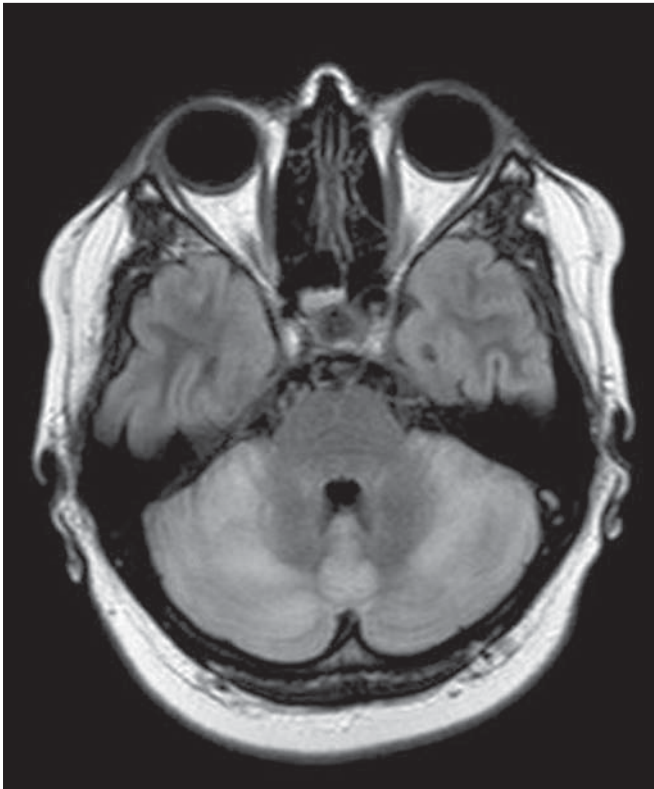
Herpes vírus. RM FLAIR revela lesões hiperintensas no cerebelo, envolvendo substâncias branca e cinzenta.
